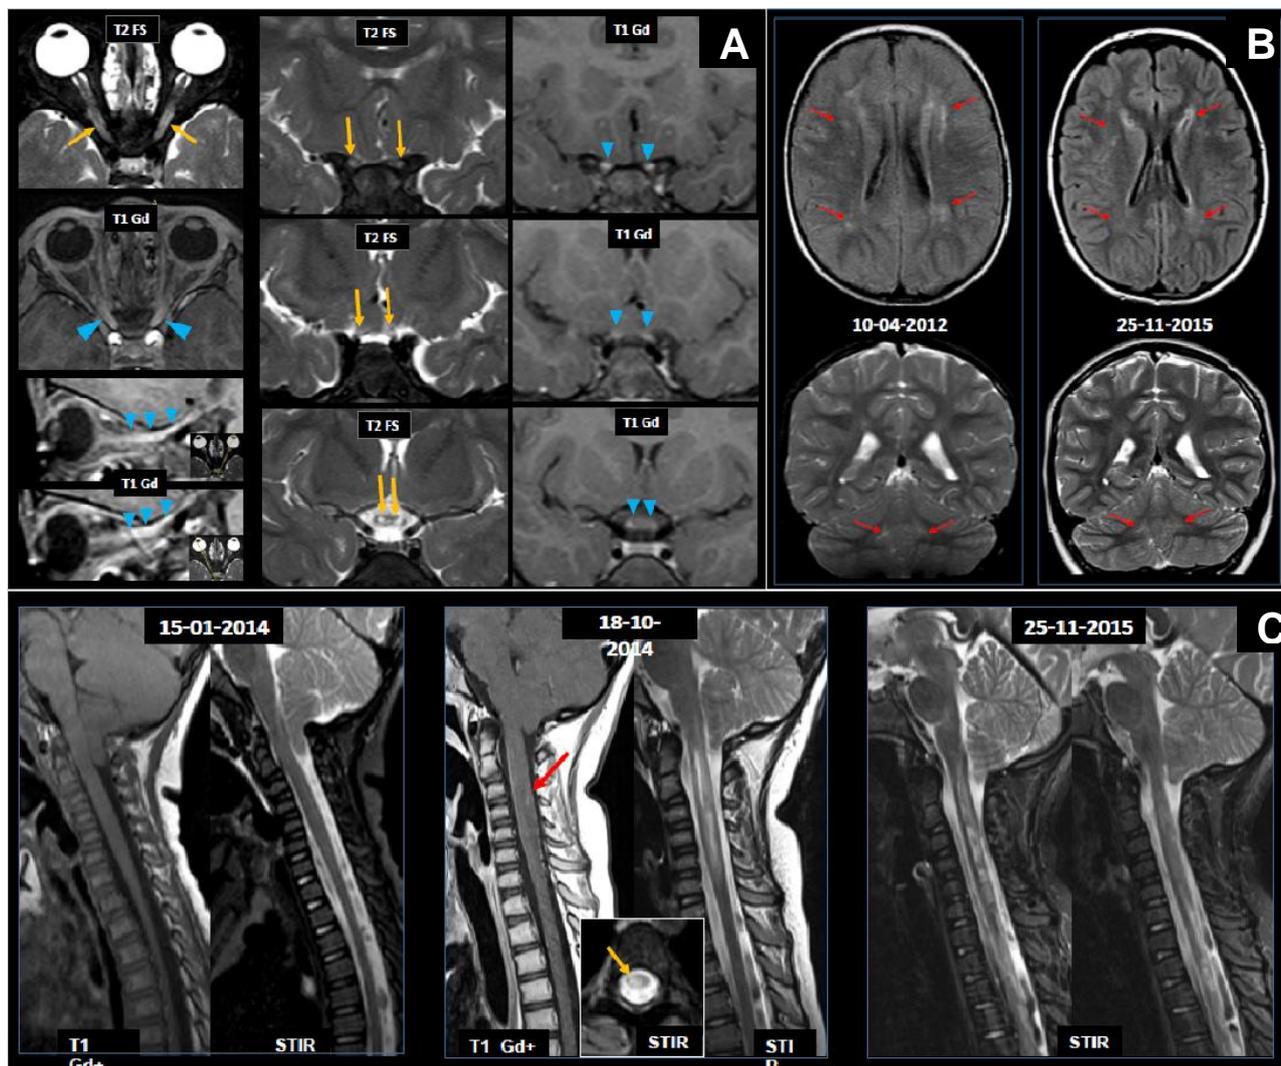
RM de paciente com Neuromielite Óptica
